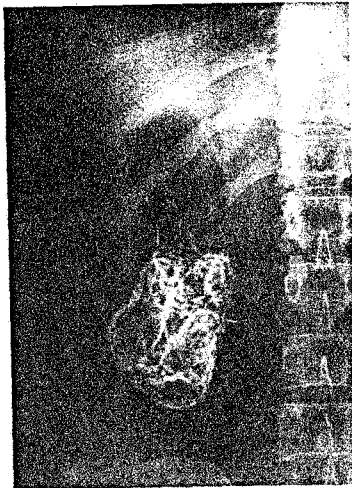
Radiografie renală simplă. Rinichi mastic.
